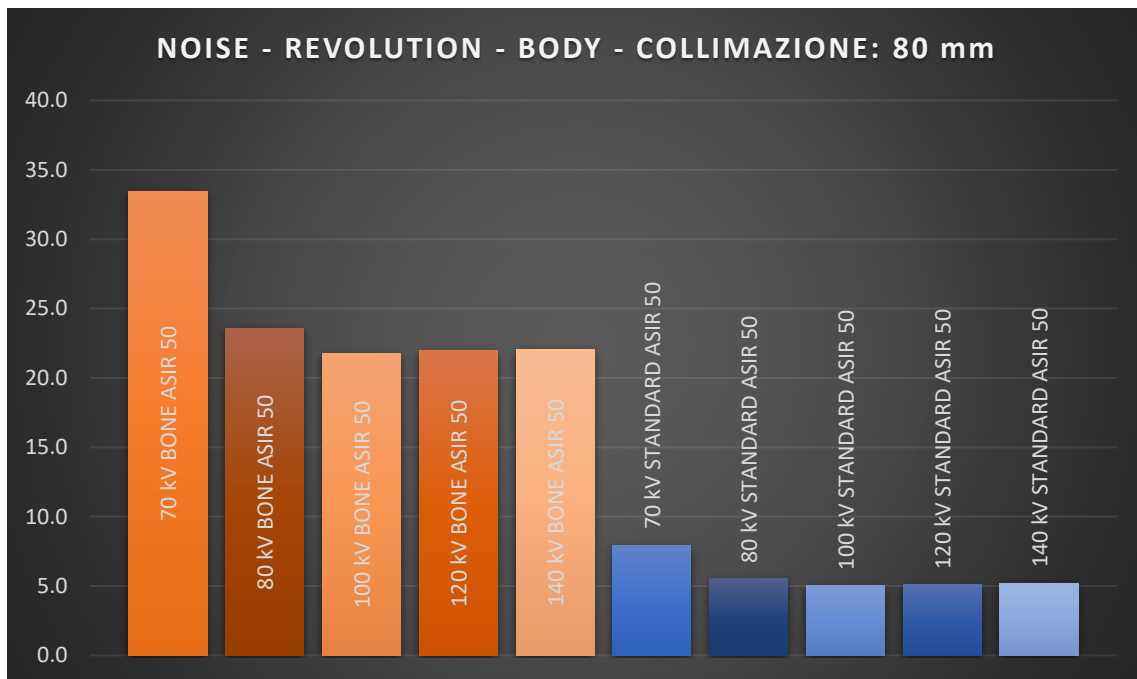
RUMORE AL VARIARE DELLE ENERGIE IN CT REVOLUTION, COLLIMAZIONE 80 mm, LIVELLI DI RICOSTRUZIONE INTERMEDI, ACQUISIZIONE BODY
